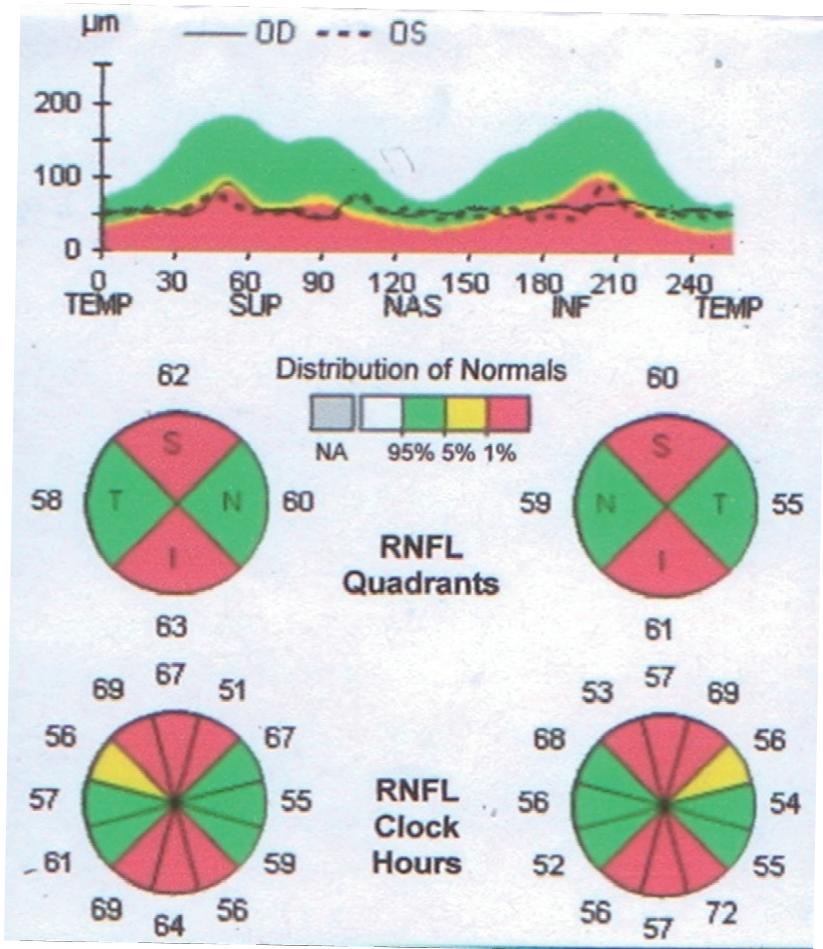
По данным оптической когерентной томографии за 3 месяца до поступления получены признаки атрофии макуло-папиллярного пучка с обеих сторон.
